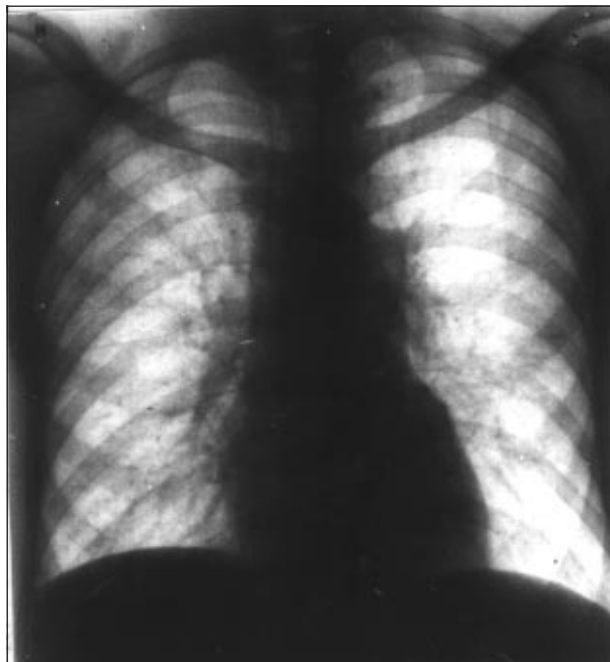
Radiografia do tórax em pósterio-anterior, em portador de cardiopatia isquêmica restritiva. (*stiff heart syndrome*).
